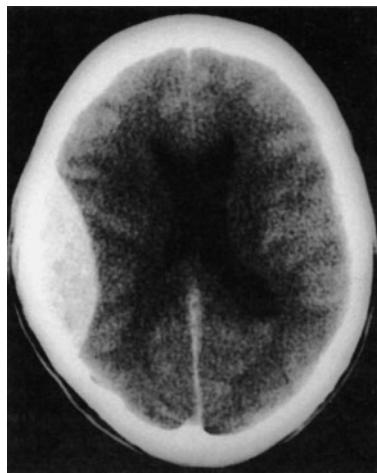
Epiduralhämatom im CT.
